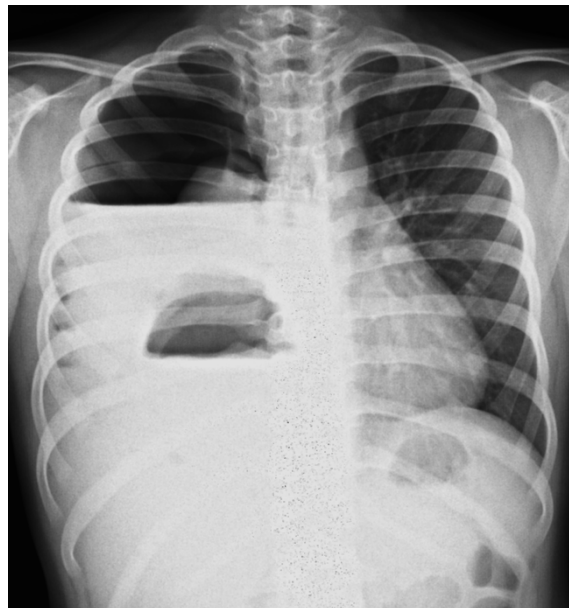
На рентгенограмме правое легкое коллабировано, в плевральной полости определяется горизонтальный уровень жидкости. В проекции нижней доли определяется полостное жидкостное образование, над горизонтальным уровнем жидкости видны волнообразные возвышения (симптом «плавающей мембраны»)
